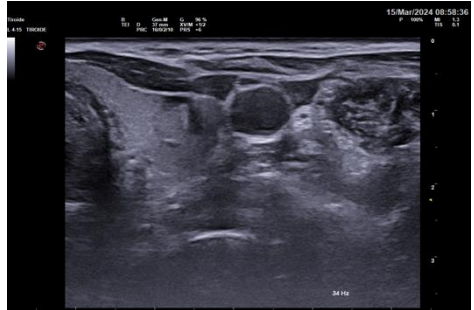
Ecografia nodulo lobo tiroideo sinistro dopo 1 anno
